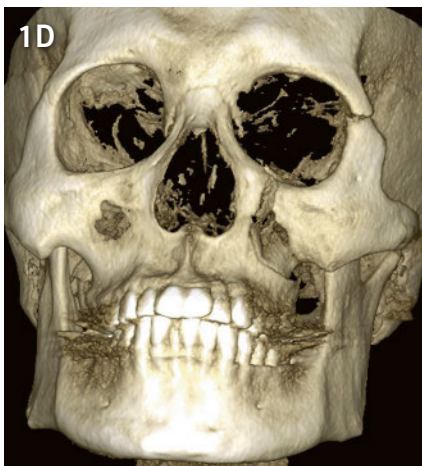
Die digitale Volumentomografie (DVT) zeigt eine kaudal-posteriore und laterale Dislokation des linken Jochbeins mit Frakturen an der Sutura frontozygomata und am Infraorbitalrand im Bereich des Foramen infraorbitale (A = koronaler Schnitt; B = axialer Schnitt; C = sagittaler Schnitt; D und E = 3-dimensionale Bildrekonstruktionen). Auf den DVT-Bildern zeigt sich zudem eine Verschattung des linken Sinus maxillaris (Hämosinus) als indirektes Frakturzeichen. Der Jochbogen selbst scheint nicht frakturiert.
